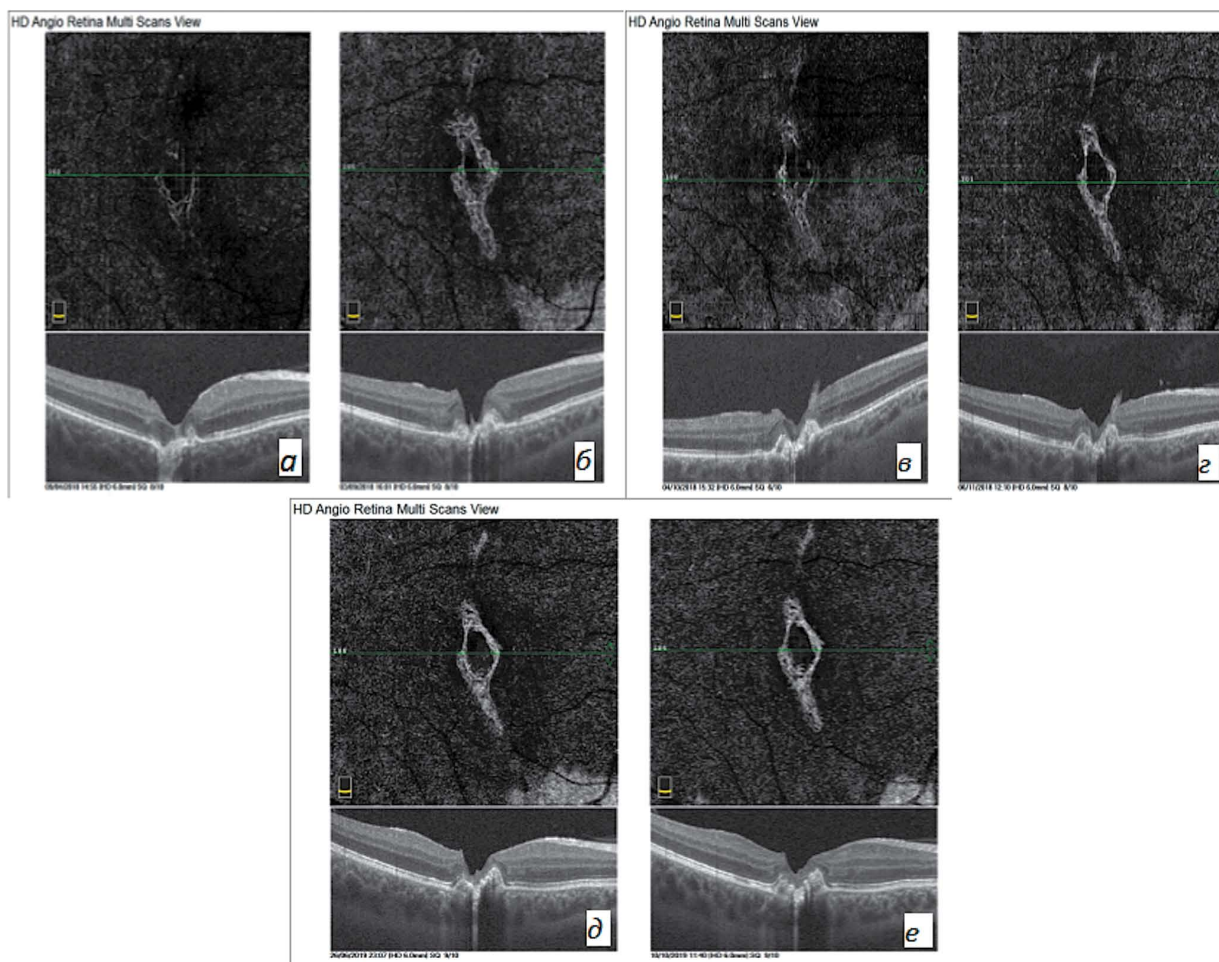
Результаты оптической когерентной томографии-ангиографии. Изображения пласта наружной сетчатки и кросс-секционных сканов через центр фовеа, полученные при первичном обращении (а), через 5 месяцев после травмы перед выполнением интравитреальной инъекции ингибитора ангиогенеза (б), через 1 месяц после выполнения интравитреальной инъекции ингибитора ангиогенеза (в), через 2 месяца после инъекции (г), через 7 месяцев после инъекции (д), через 12 месяцев после инъекции (е)
